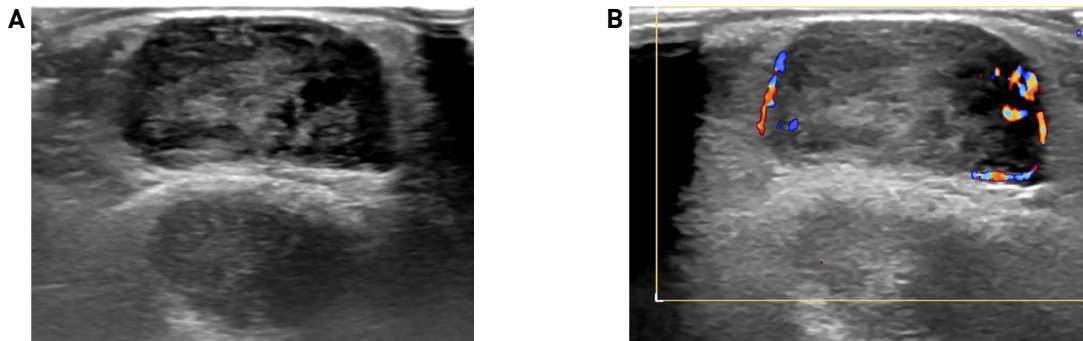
(A) Preoperative ultrasonography of well-defined heterogeneously iso-to-hypoechoic mass at the subcutaneous layer, which is 21 x 11 x 19 mm in size. (B) Prominent vascularity in the mass was confirmed with Doppler ultrasonography.
